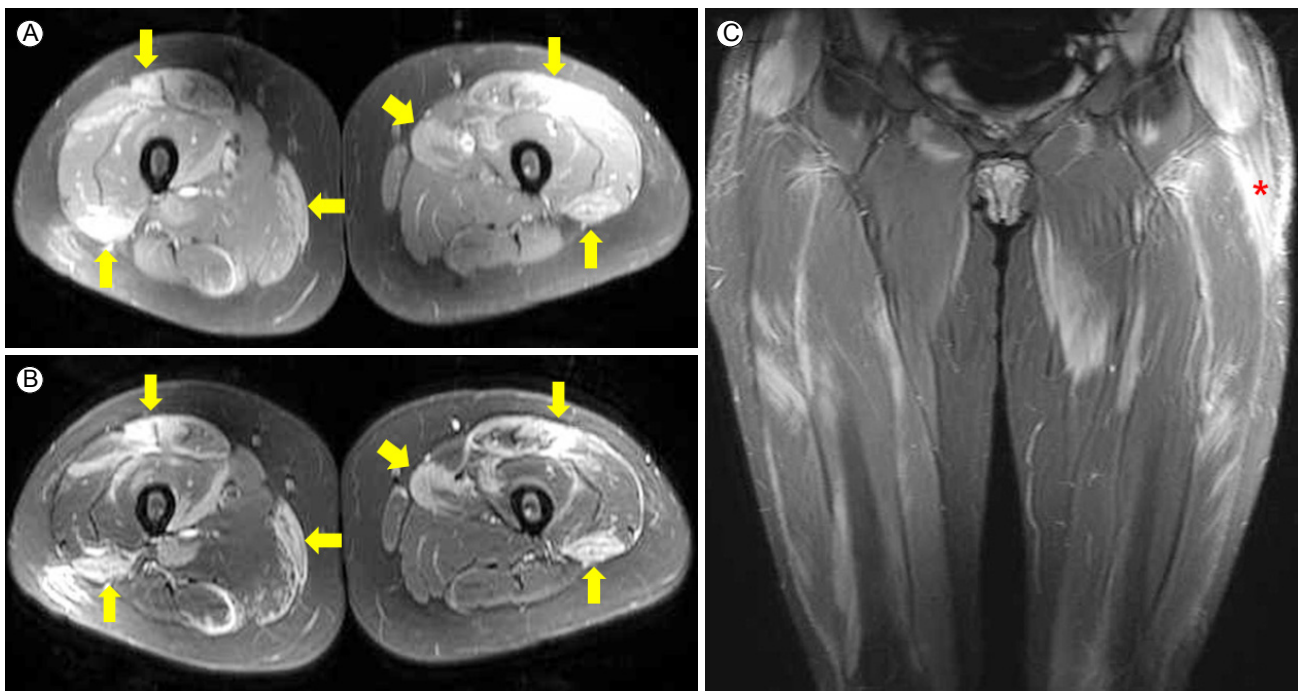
Magnetic resonance imaging (MRI) findings of both thigh muscles. (A) Axial T1-weighted gadolinium MRI shows patchy enhancement on both thigh muscles (arrows) and, (B) T2-weighted imaging shows high signal changes for both thigh muscles (arrows). (C) Coronal T2-weighted image shows bilateral symmetrically-distributed high signal changes for both thigh muscles and subcutaneous layer, as well as mild edematous infiltration on the left thigh (asterisk).
